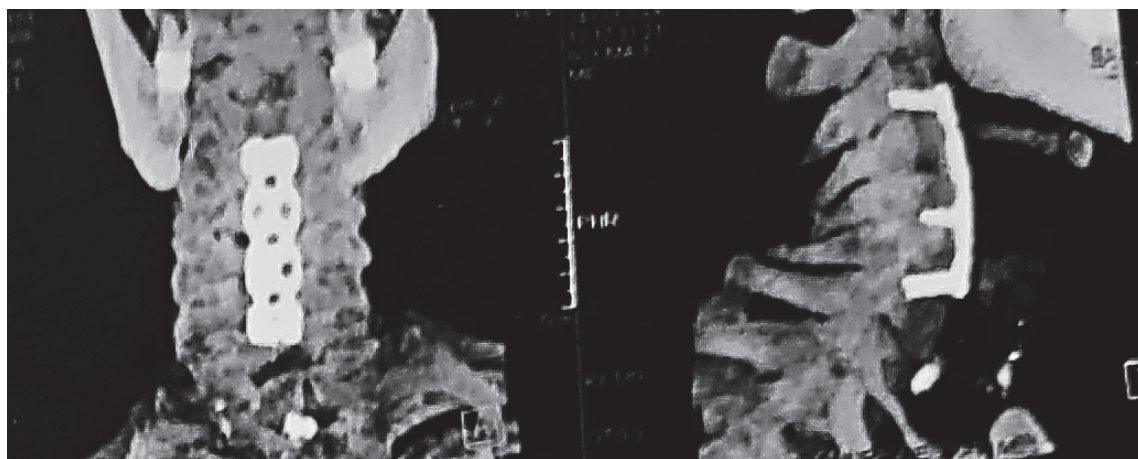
Послеоперационная КТ шейного отдела позвоночника (3D-реконструкция) – положение металлоконструкции и аутоотрансплантата удовлетворительное
